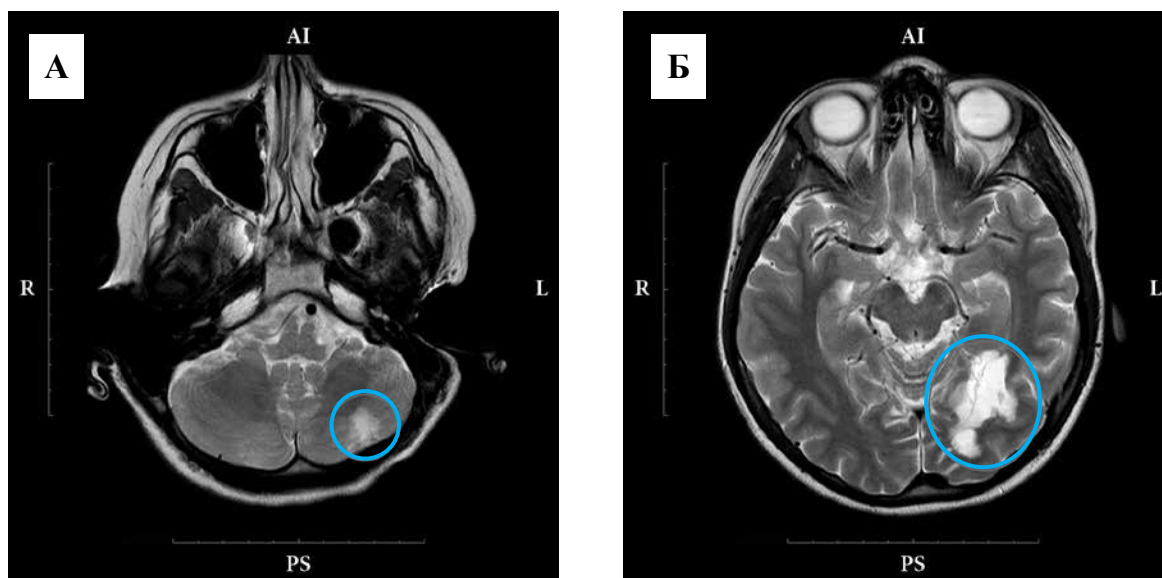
(А, Б). МРТ головного мозку з внутрішньовенним контрастуванням
